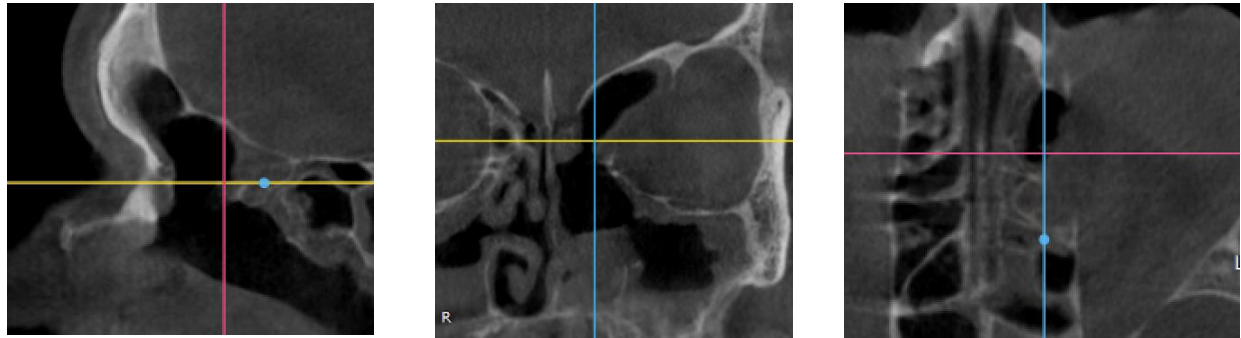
Магнитно-резонансная томограмма пациента 3 с коморбидной формой заболевания (ХПРС+БА+АГ) Th2+ фенотип до лечения, в коронарной (А) аксиальной (Б) проекциях.
